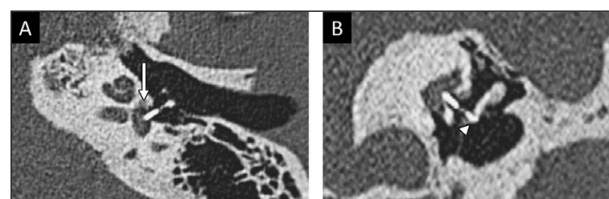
Imagen transversal de TC de hueso temporal y reconstrucción coronal (A y B) de un paciente intervenido de estapedotomía que muestran el foco de otosclerosis fenestral (flecha) y la prótesis estapedial adecuadamente posicionada con correcto engastado con el yunque (punta de flecha).
